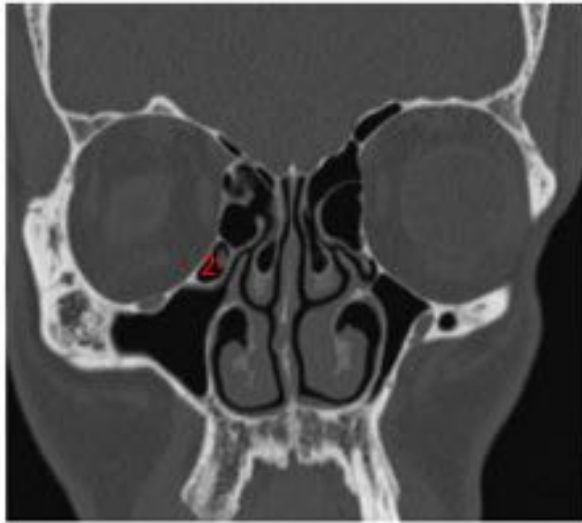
TC coronales. Celdas Agger Nasi y Celdas de Haller.
